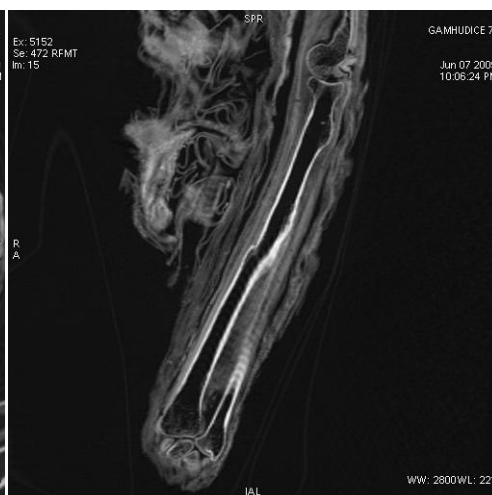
Obrazy CT řezů ukázaly, že je lebka vyplněna pryskyřicí, která vytváří fixované hladiny (obr. 14). Mozek byl vyňat cestou přední jámy lební a čichových sklípků a nosní dutinou. Očnice jsou vyplněny tkaninou. Zuby jsou nápadně zachované bez známek obroušení kousacích ploch. V horní čelisti je patrná zlomenina 6. zubu vlevo s pozánětlivým ložiskem při jeho kořeni. V dutině hrudní jsou oboustranně symetricky uloženy čtyři balíčky s vnitřními orgány napuštěné pryskyřicí (obr. 15). V levém podbřišku je zřetelný pitevní řez. Dřeň kosti pažní vlevo je prostoupena skvrnitými změnami, které mohou odpovídat nálezů non-Hodgkinského lymfomu, což je onemocnění, které je typické svou incidencí pro věkové skupiny 15 - 25 let a 55 let a v dnešní době léčitelné s úspěšností 90 – 95 procent. Tehdy bylo toto onemocnění stejně jako před pouhou jednou generací smrtelné. Pravděpodobný věk zemřelé ženy odpovídá věkové skupině 15 - 25 let. Rakev lze datovat do Pozdní doby (715 – 332 př. n. l.).
